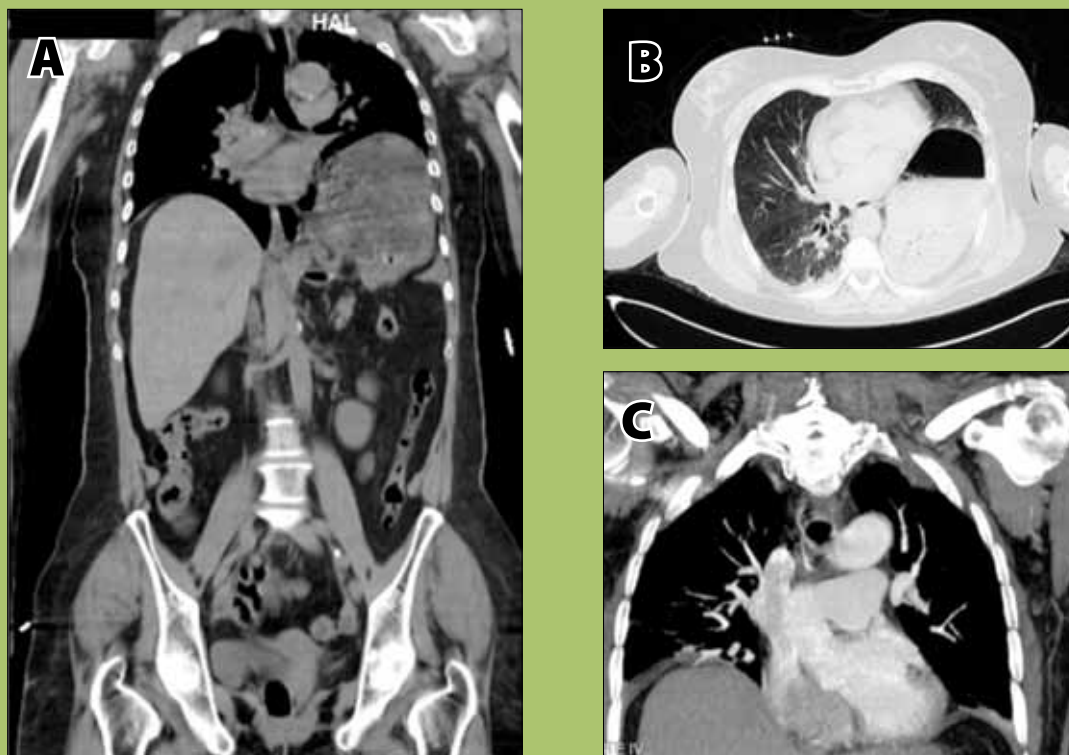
A. Corte coronal de tomografía computada en donde se observa defecto en hemidiafragma izquierdo con desplazamiento de órganos intraabdominales a cavidad torácica (flecha). B. Corte axial en donde se observa el estómago dentro de la cavidad torácica (flecha). C. Estudio de control en donde se observa reparación del defecto diafragmático y reposicionamiento de los órganos abdominales a su región anatómica.
